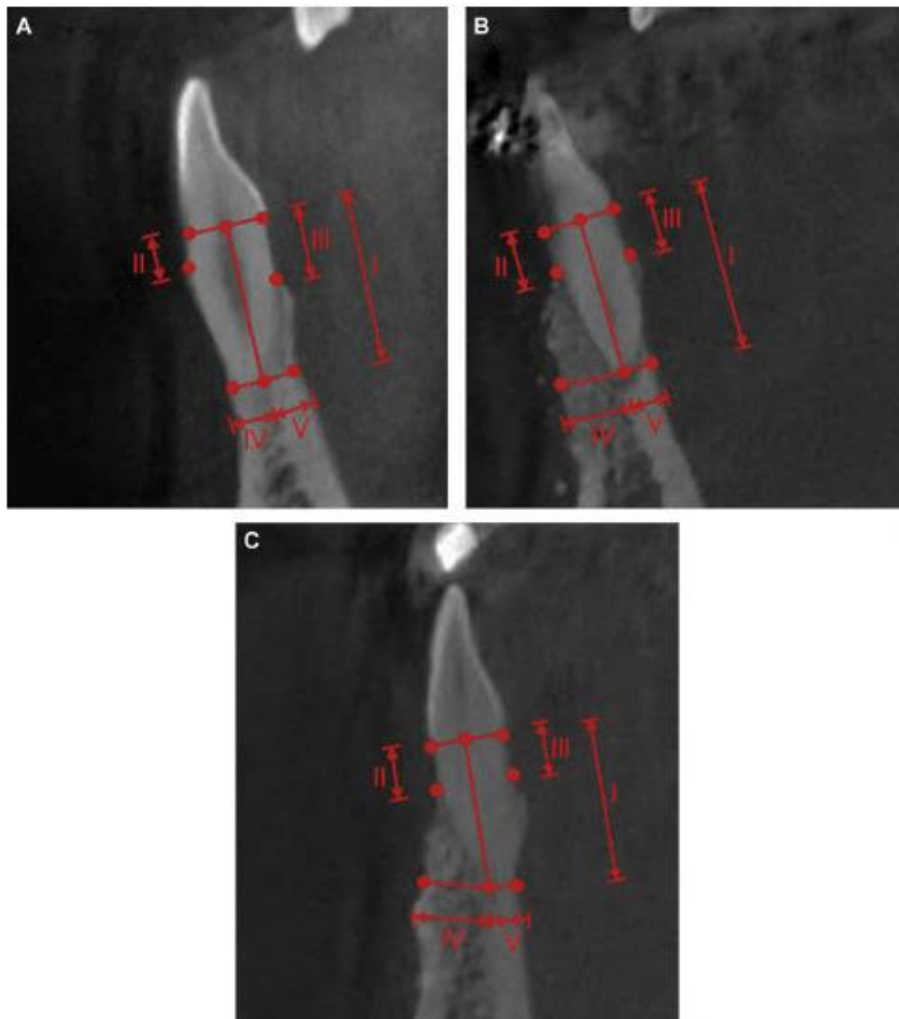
Mesures réalisées au CBCT à T0 (A), T1 (B) et T2 (C) : longueur radiculaire (I), hauteur corticale vestibulaire (II) et linguale (III), épaisseur corticale vestibulaire (IV) et linguale (V) (Wang et al. 2014)
